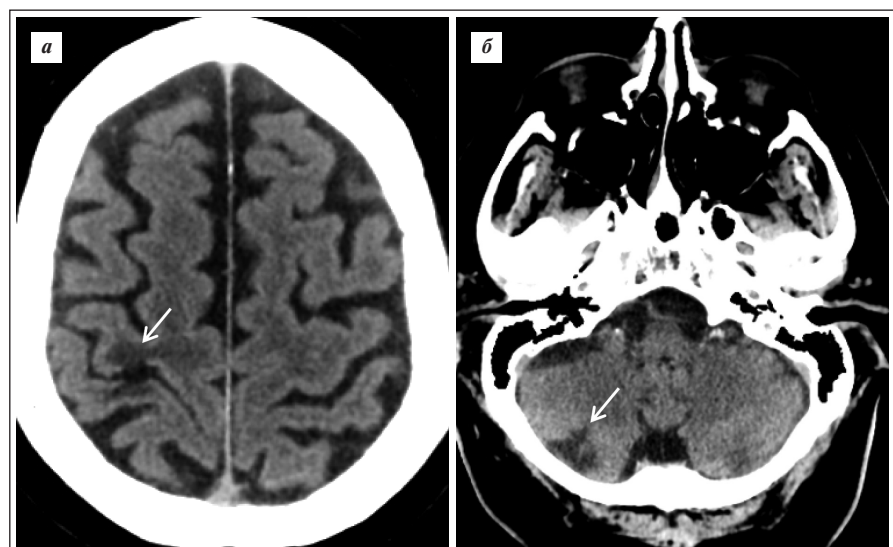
КТ. Зона низкой плотности в правой соматосенсорной области (а) и в правом полушарии мозжечка (б)
